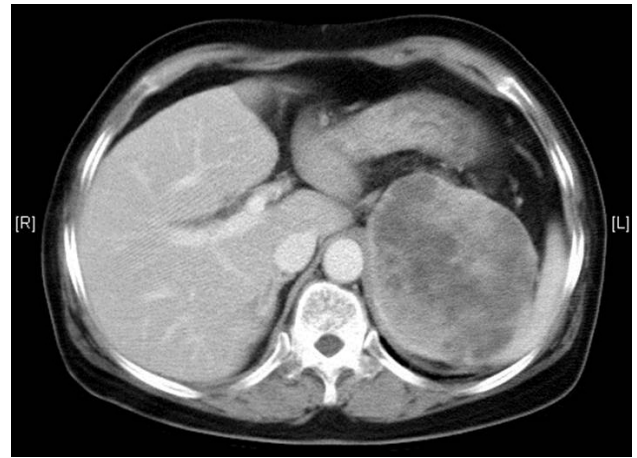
Abdominal computed tomography's axial image shows a heterogeneously enhancing, and well-circumscribed mass measuring 10 cm.
